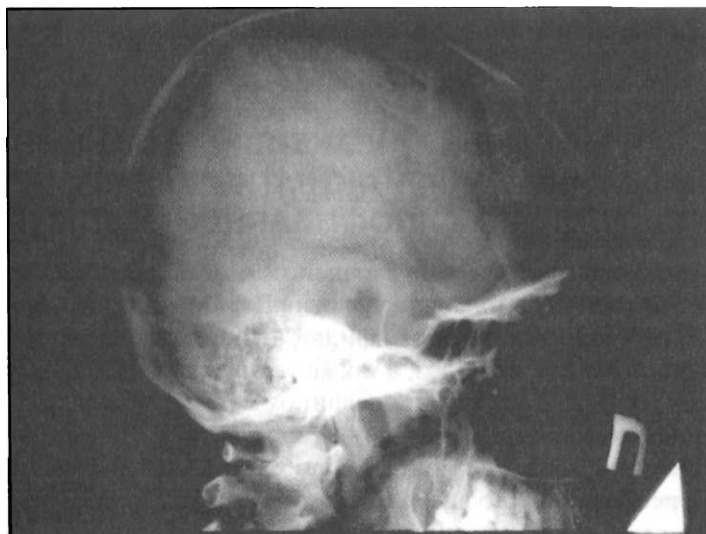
Рентгенограмма черепа при макроаденоме гипофиза
